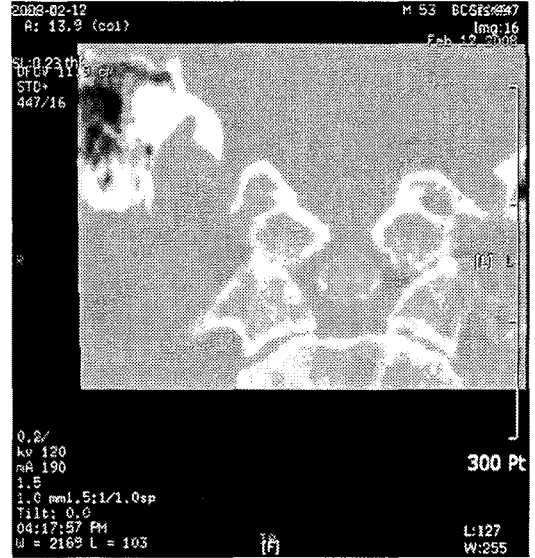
CT of Cervical spine. axial view performed at 2008-02-12.
